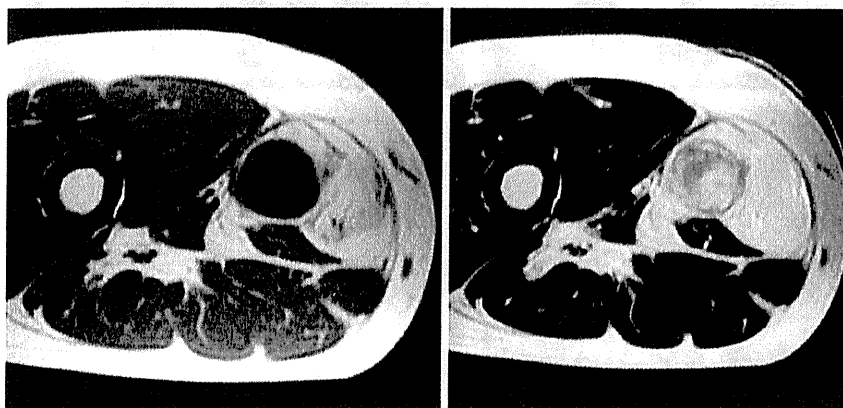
Magnetic resonance (MR) images of a 55-year-old woman with a lesion in the thigh. T1-weighted image showed a dedifferentiated area with low signal intensity and a well-differentiated liposarcoma (WDL) area with high signal intensity.
